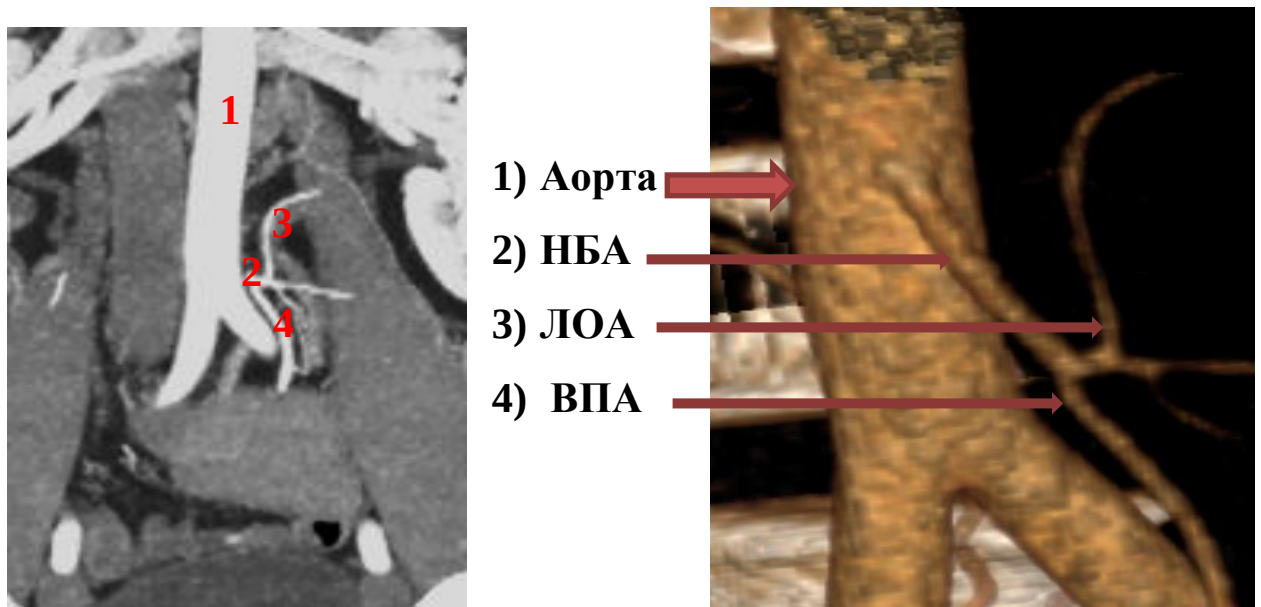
а. Артериальная фаза КТ Рисунок 2 б. 3D реконструкция аорты
